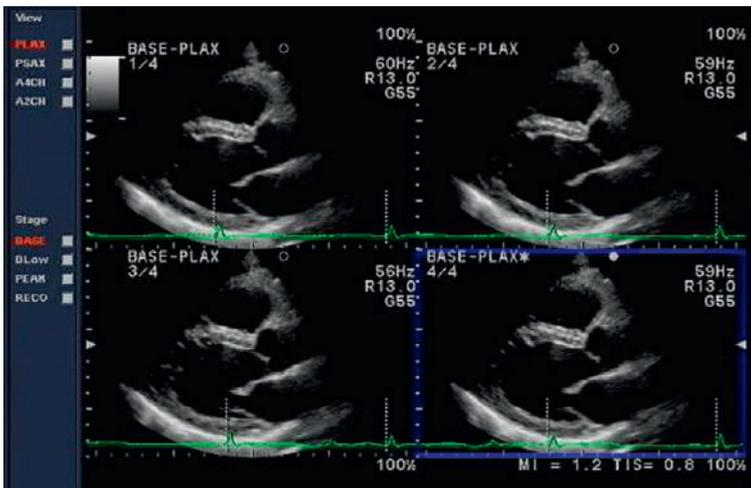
Imagerie d'harmonique appliquée à l'échographie de stress.
